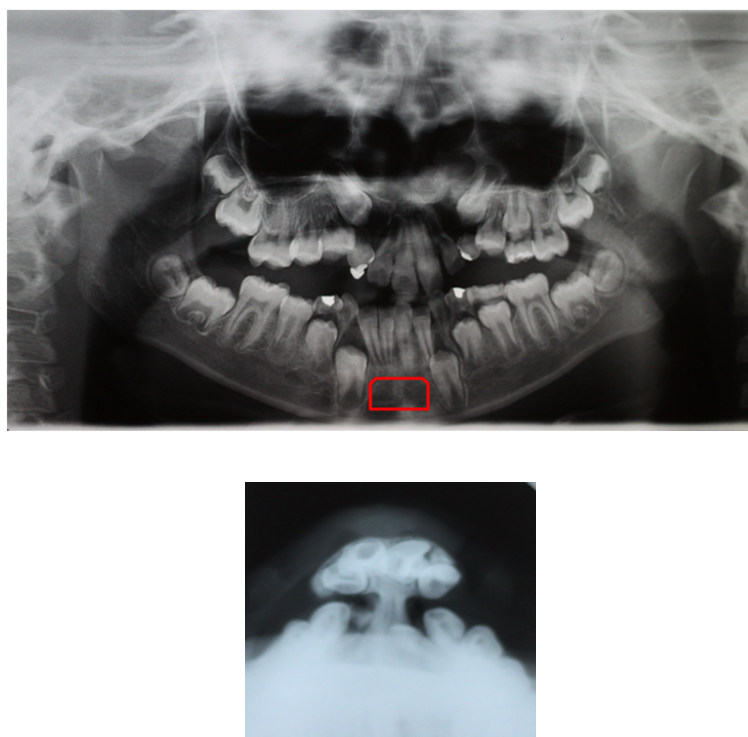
RADIOGRAFIAS PANORÂMICA E OCLUSAL DEMONSTRANDO LIMITAÇÃO DA QUANTIDADE DE OSSO QUE PODE SER RETIRADO DA SÍNFISE DEVIDO AOS DENTES EM FORMAÇÃO.
